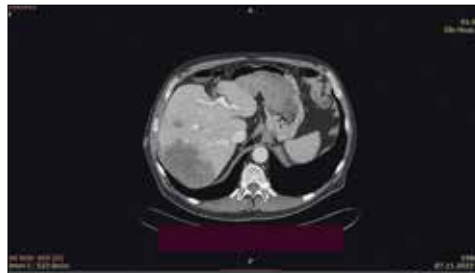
КТ 07.11.2022 – вогнища печінки до лікування
